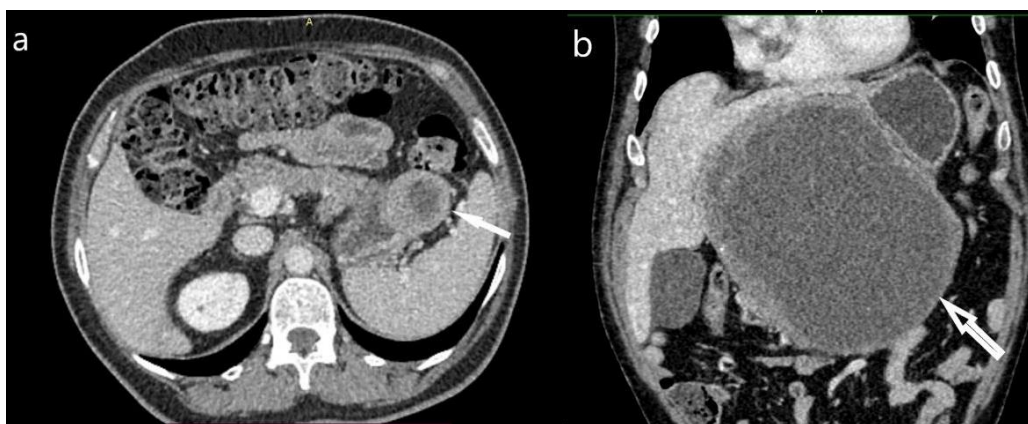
CT pregled abdomena koronalni preseki pokazuju dve promene od kojih je pod (a) LR GIST pravilnog oblika dok pod (b) strelica pokazuje HR GIST iregularnog, lobuliranog oblika.
